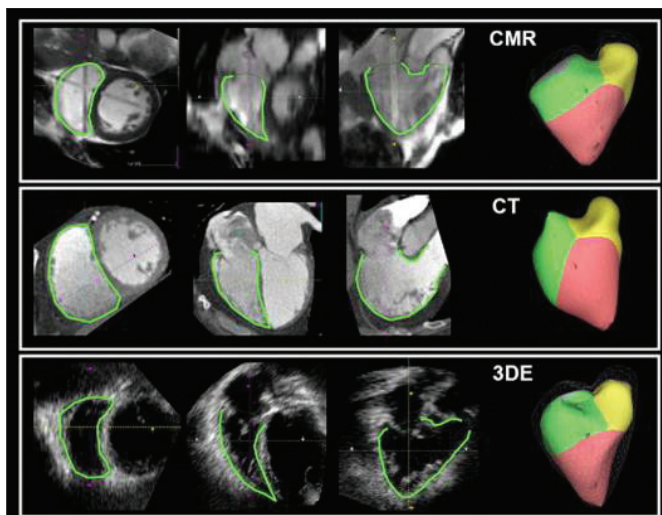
Соотношение методик визуализации: CMR – МРТ, СТ – МСКТ сердца с контрастированием, 3DE – трехмерная ЭхоКГ в режиме реального времени (по R. Safford, 2010)
